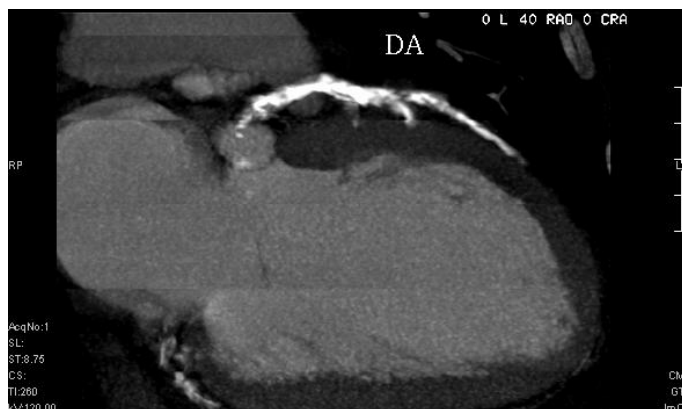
Reformatação multiplanar de coronariografia por TC de 64 cortes. As extensas calcificações das artérias coronárias impossibilitam a avaliação do lúmen arterial.
